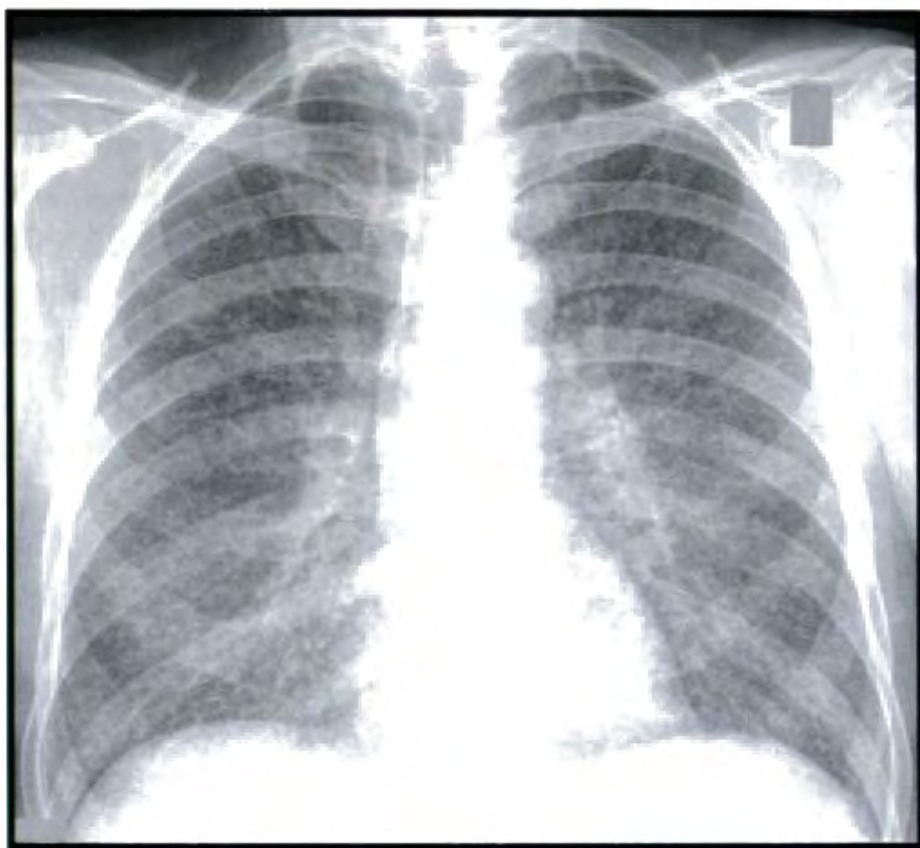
Милиарный туберкулез лёгких. Синдром милиарной диссеминации (рентгенограмма).
